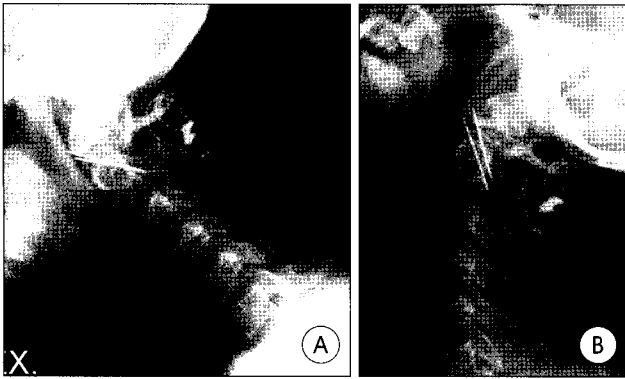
Flexion(A) and extension(B) lateral cervical radiographs : Immediate postoperation. A guide wire is broken during drilling using cannulated drill. It was difficult to remove and remained in the atlas with anterior protrusion.
